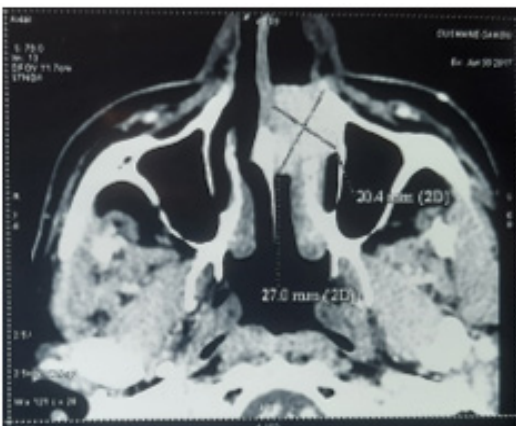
Coupe axiale TDM objectivant une formation ovale, bien limitée, de contours polylobés au contact et aux dépens du cornet inferieur gauche
